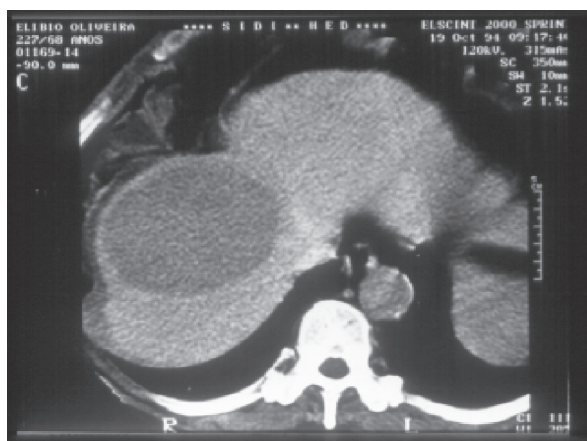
Tomografia computadorizada de abdome (fase arterial) demonstrando lesão em lado direito do fígado. Há hipertrofia contra-lateral compensatória.
